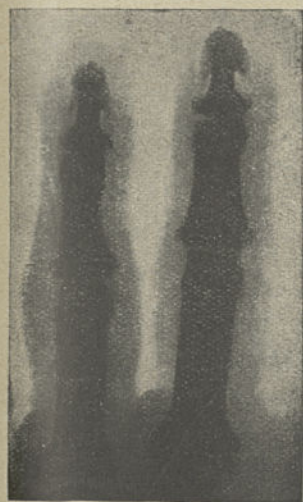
Radiographie de deux doigts d'un acromégalique (Cushing), montrant l'aspect en champignon très particulier des phalanges unguéales.
